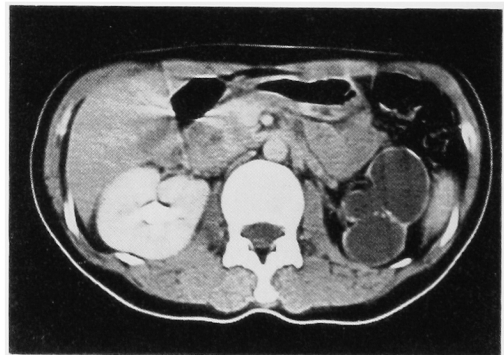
Computerized tomography of the upper abdomen. Left kidney is made of several cysts with calcification in the wall, but not enhanced with contrast medium.
